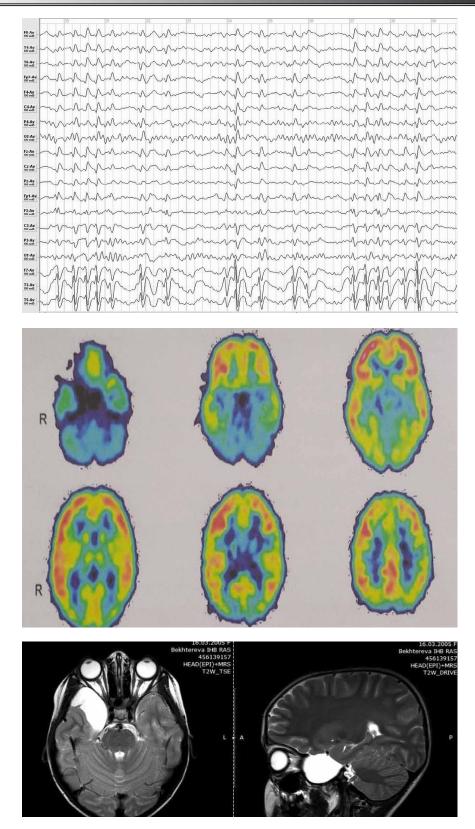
По данным ЭЭГ очаговая эпилептическая активность определяется в височном отделе левого полушария (A). При ПЭТ с 18 ФДГ определяется аметаболизм глюкозы в области кисты правой височной доли; гипометаболизм в коре височной доли, островка Рейля и оперкулярном отделе лобной доли левого полушария (Б). По данным МРТ АК правой височной доли (В).
